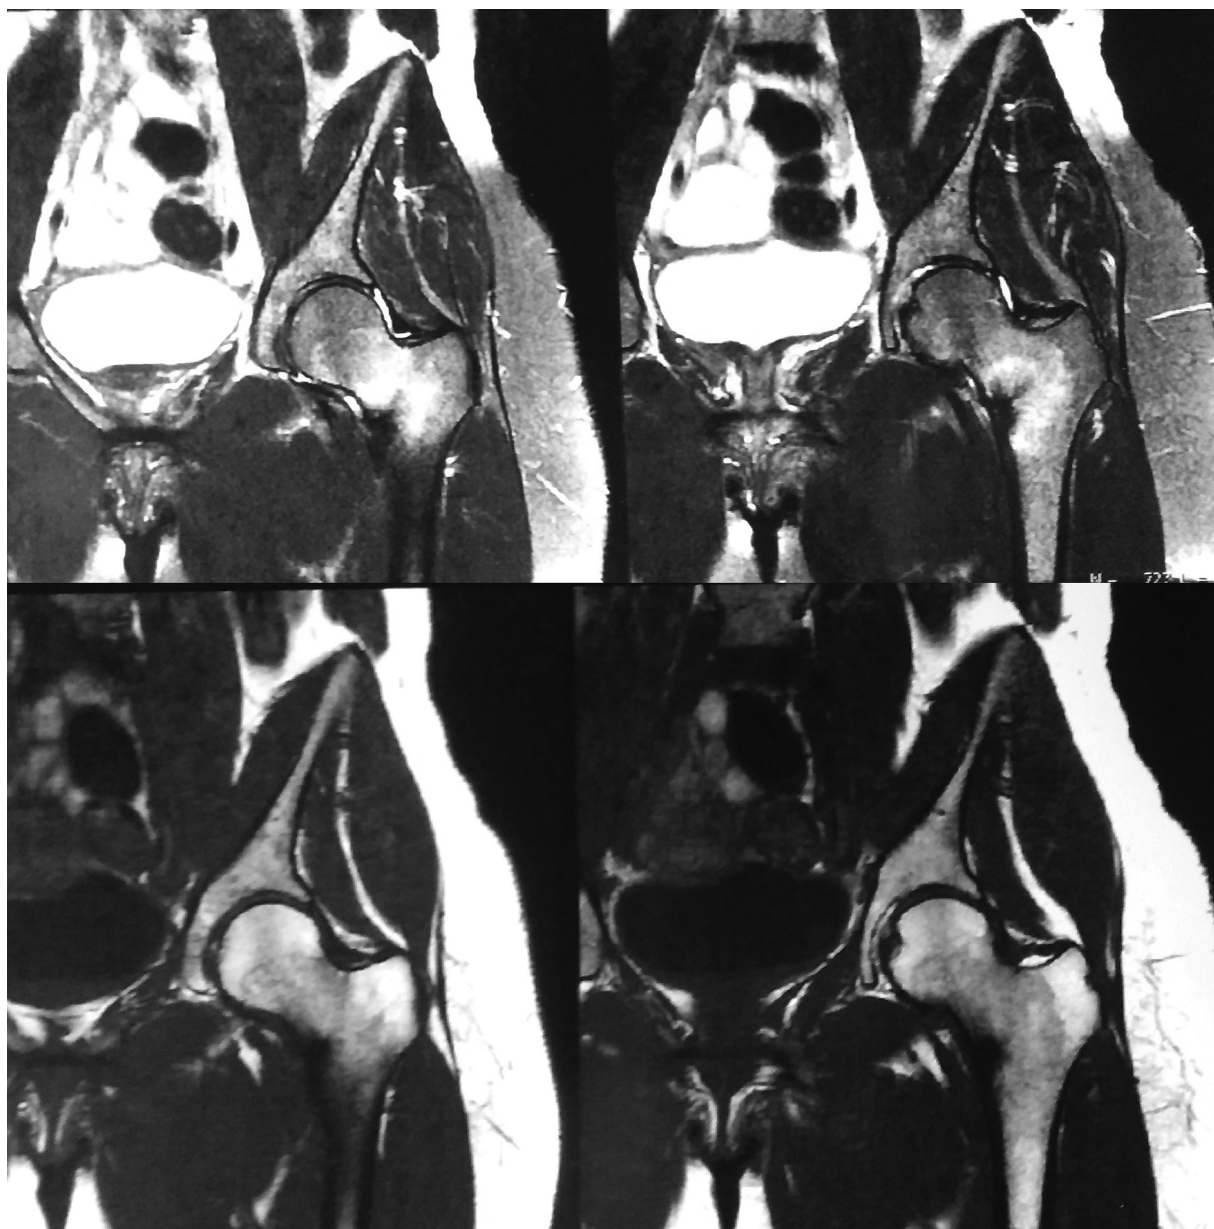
Imagem de ressonância magnética, ponderação T2, com hipersinal no cortical medial do colo do fêmur.
